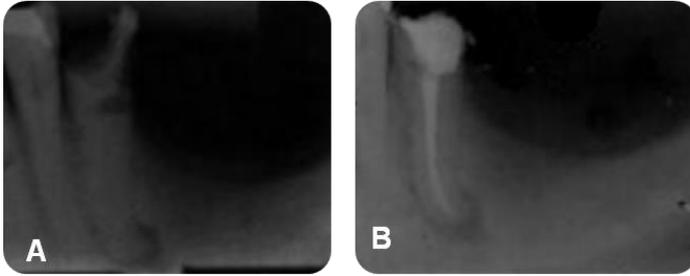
Caso clínico 5. A) Radiografia diagnóstica do dente 35. B) Radiografia final do dente 35.
